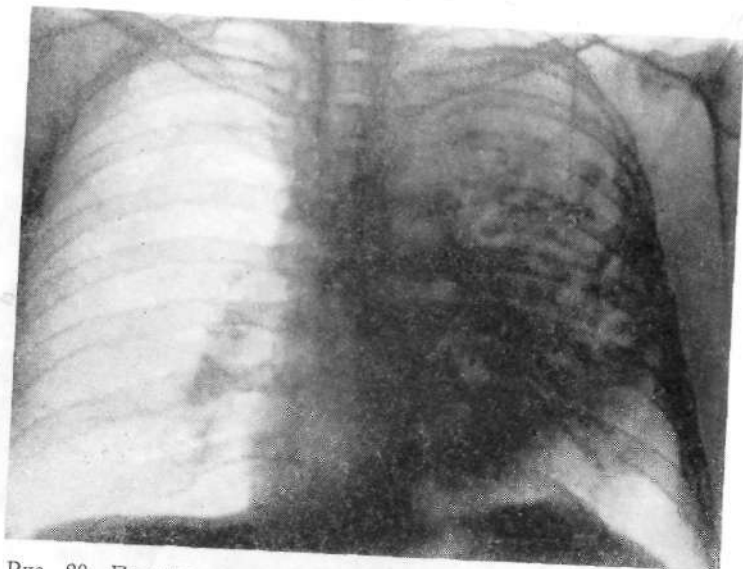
Прямая рентгенограмма легких (23.11.78 г.) того же больного (см. рис. 18). На фоне инфильтрации видны множественные разных размеров участки просветления — некроз и распад легочной ткани.
